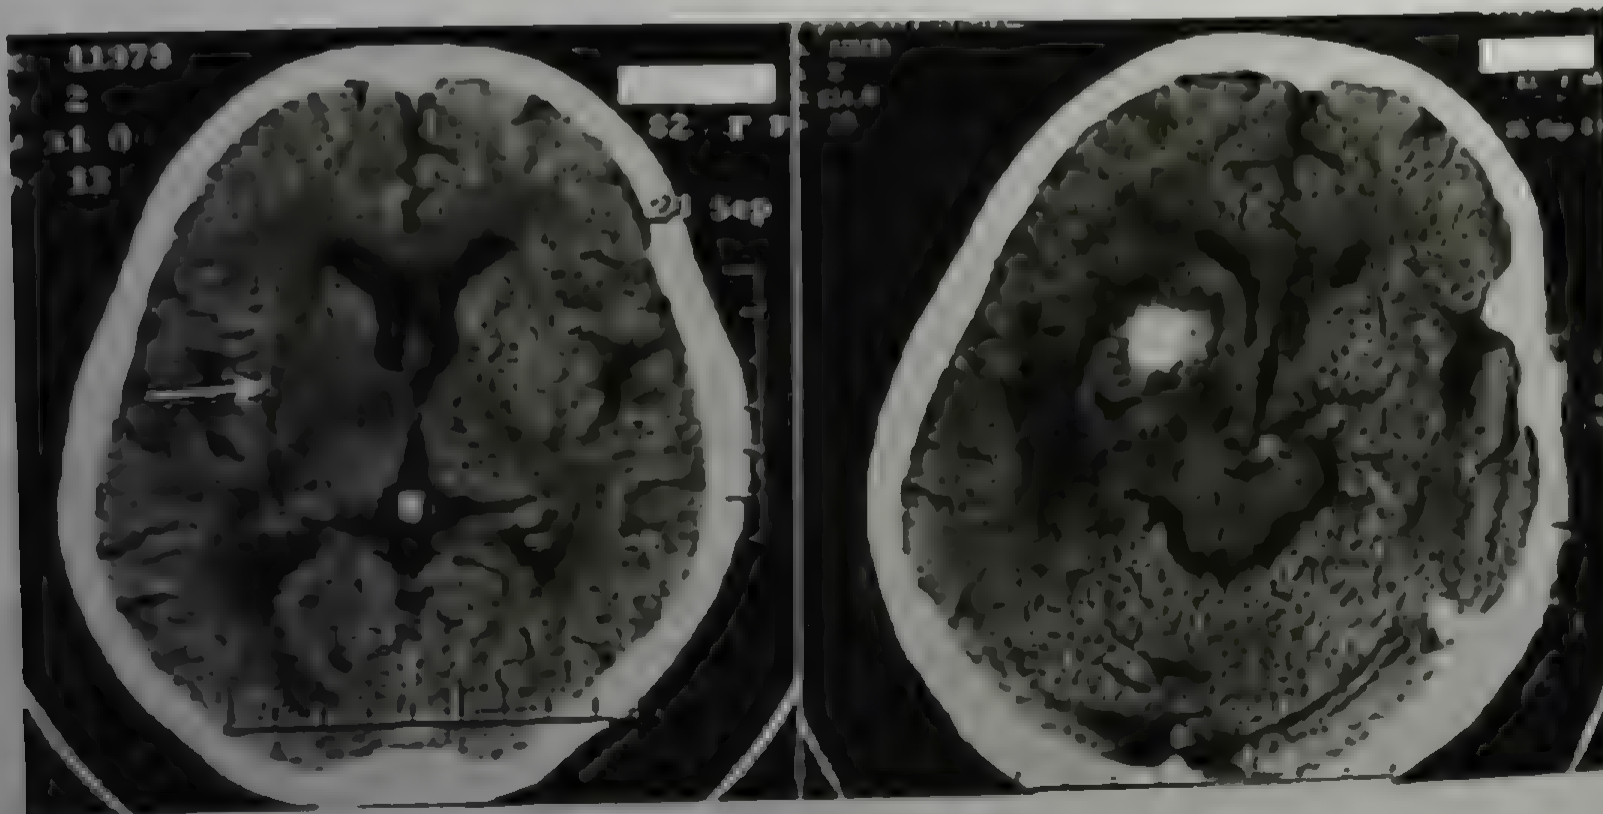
Компьютерная томограмма головного мозга. Отсутствие обычного тканевого контраста между правым чечевицеобразным ядром и окружающим белым веществом мозга в первые часы ишемического инсульта (изображение слева, стрелка). Геморрагическая трансформация в участке инфаркта через 2 сут (изображение справа)
